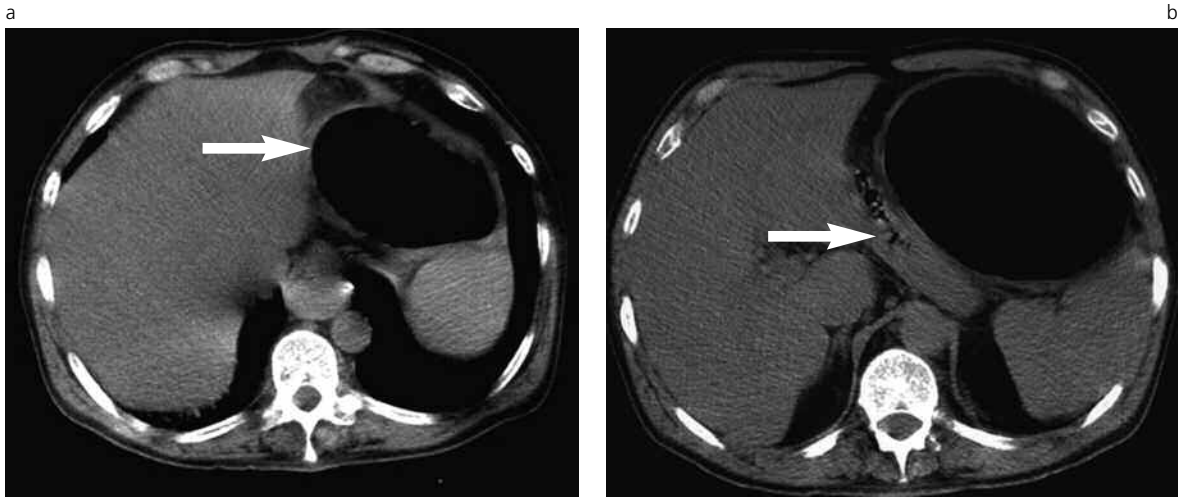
Tomografía Computada. a) Corte axial superior a nivel infradiaphragmático, donde se visualiza imagen quística de contenido aéreo (flecha), de pared fina, que semeja la cámara gástrica. b) Corte axial levemente inferior, donde persiste imagen de contenido aéreo, destacándose la compresión del techo gástrico (flecha), desplazado y separado de la imagen anormal.
